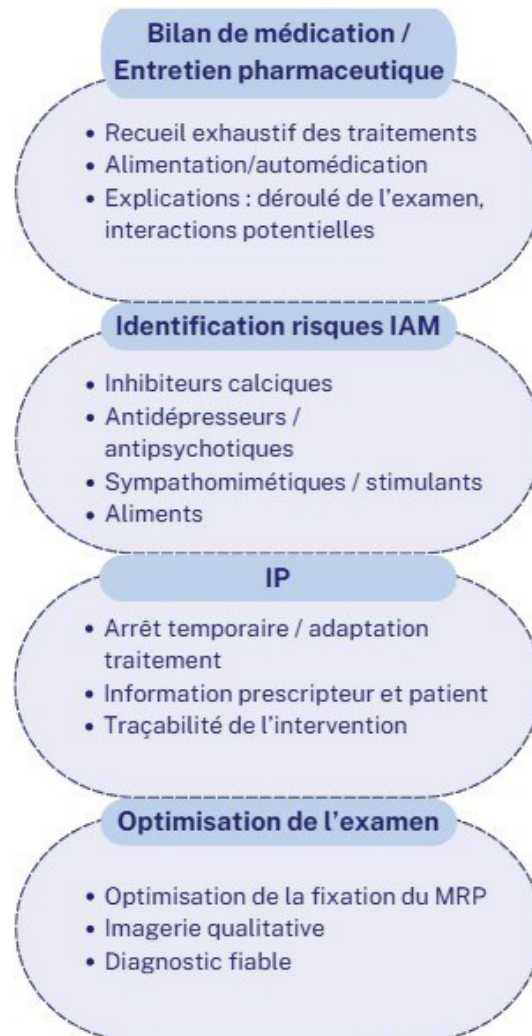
Actes de radiopharmacie clinique dans la prise en charge d'une scintigraphie au  $[^{123}\text{I}]\text{-mIBG}$
